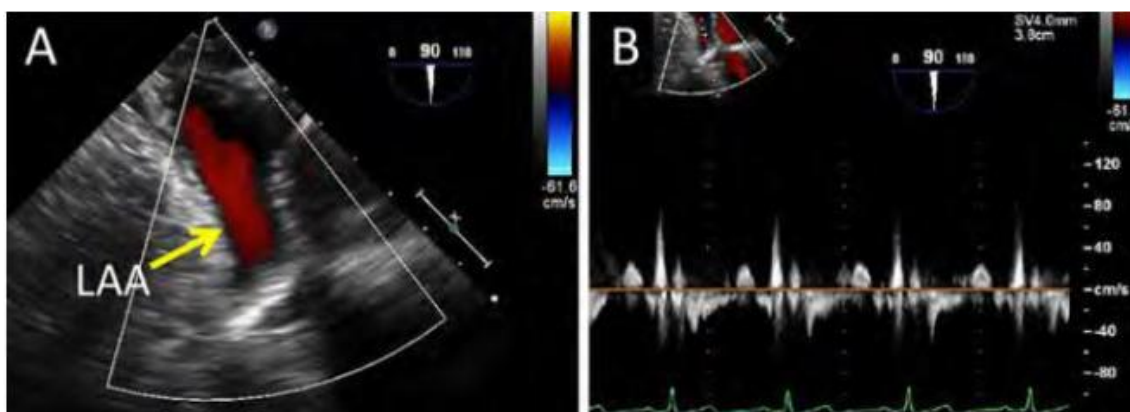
Beim PW-Doppler des LAA werden die Ausflussgeschwindigkeiten gemessen. Geschwindigkeiten unter 0,2 m/s sind mit Thromben assoziiert. Quelle: Cardioplaner, 2019
